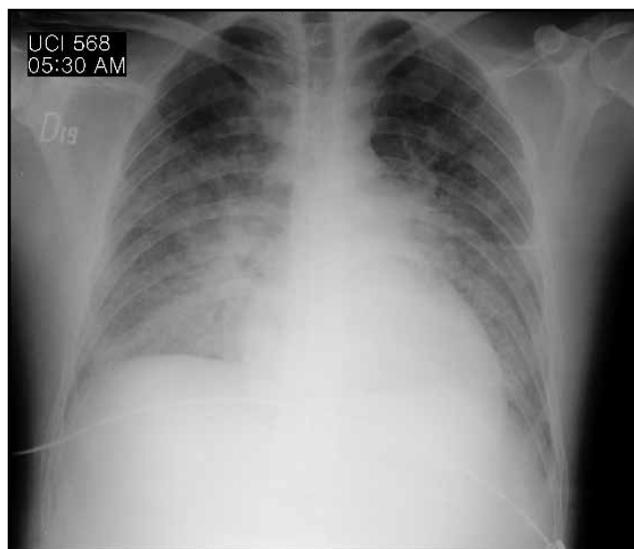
Radiografía de tórax tres días después.
